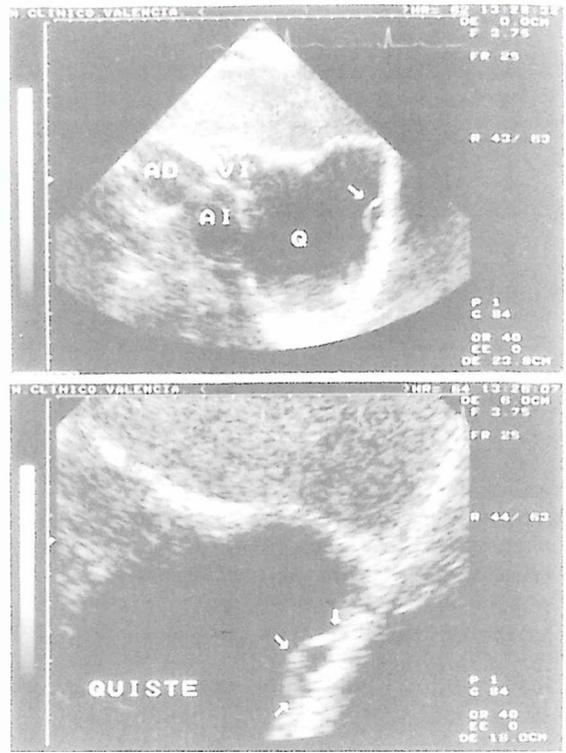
Ecocardiogramas bidimensionales obtenidos desde la posición subcostal orientando el transductor hacia atrás y hacia la izquierda. Se observa la masa quística cuyo borde inferior se apoya sobre el diafragma y el borde posterolateral sobre las estructuras cardíacas. Adherida a la pared lateral izquierda (flechas) se aprecia una estructura también quística, de paredes definidas, que se observa mejor en la ampliación del panel inferior de la figura. Abreviaturas como en las figuras anteriores.
